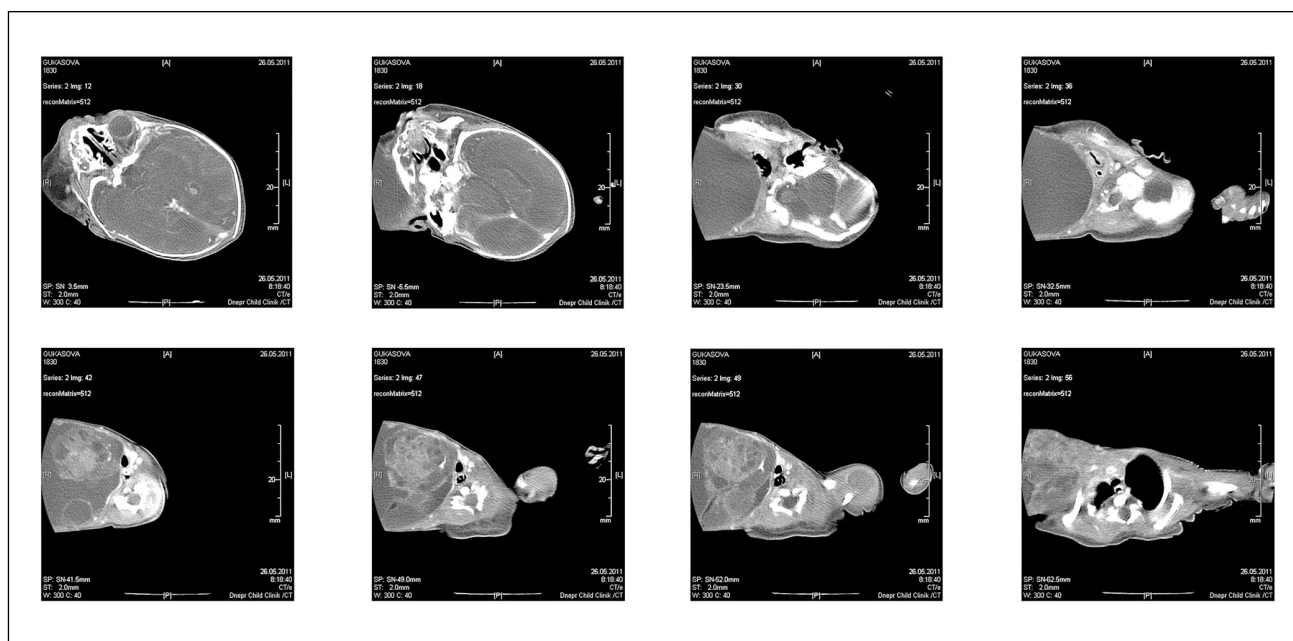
Серия КТ — снимков новорожденной Г. (8-е сутки жизни) с внутривенным контрастированием.
